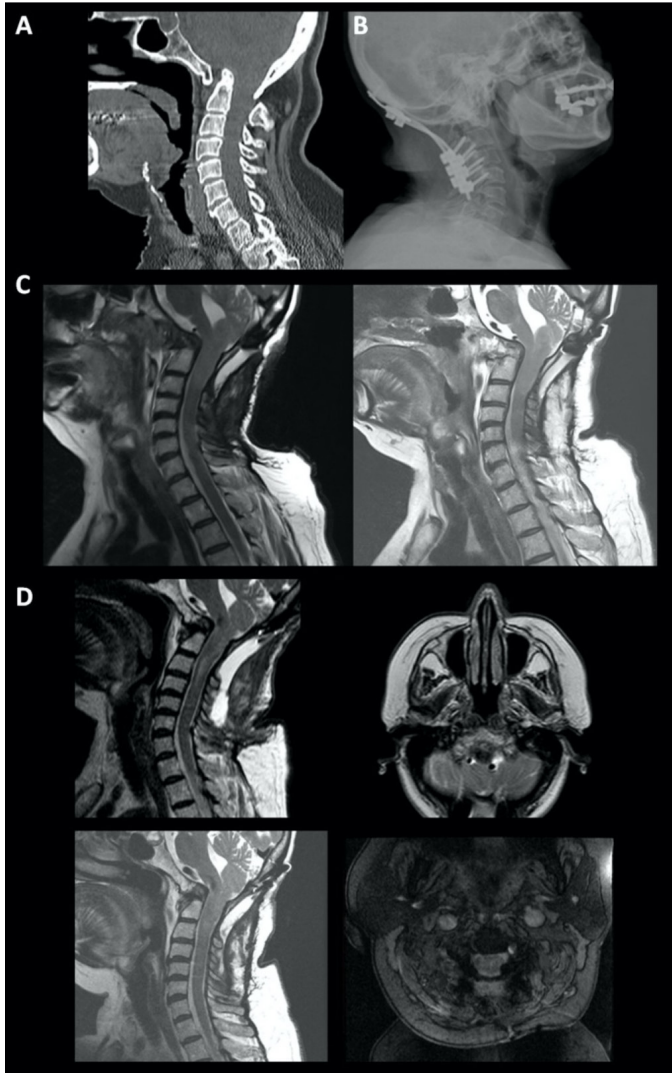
Olgu 2'nin ameliyat öncesi (A), erken dönem (B) ve altıncı yıl (C) ameliyat sonrası MR ve BT görüntüleri. Hastanın ikinci ameliyat sonrası erken dönem (D) ve birinci yıl (E) postoperatif MR ve BT görüntüleri. Hastanın üçüncü ameliyattan sonraki görüntüsü (F)
